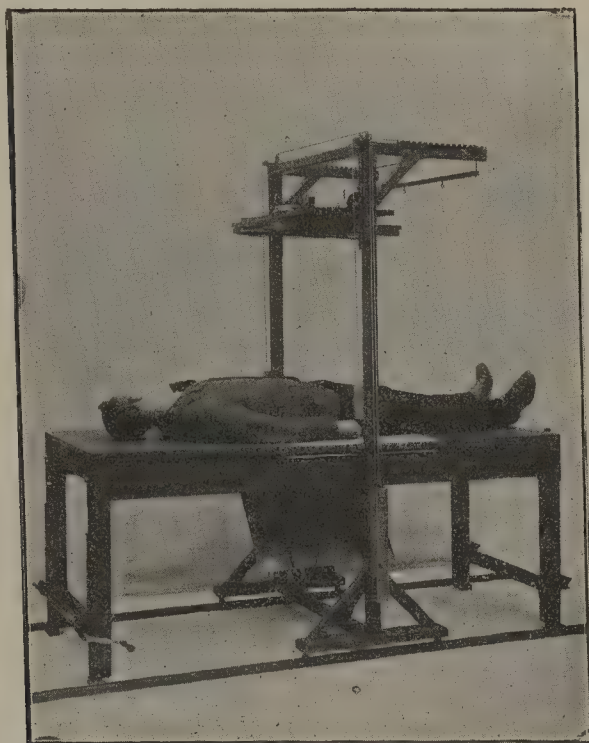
Dispositif du docteur Bécère permettant de se servir du cadre porte-tube vertical pour la radiographie dans le décubitus.
